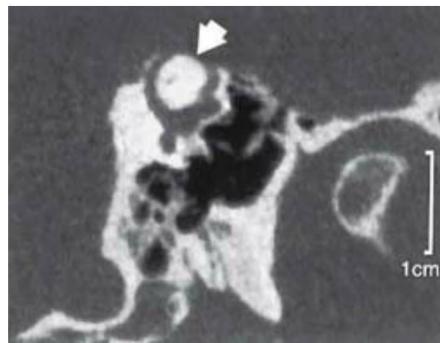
Tomografía computarizada del hueso temporal proyectado en el plano del conducto anterior izquierdo en un paciente con síndrome de dehiscencia del conducto anterior. En respuesta a los ruidos altos y a la presión el paciente presentaba vértigo, oscilopsia y movimientos oculares en el plano del conducto anterior izquierdo. Se aprecia una dehiscencia sobre el conducto anterior izquierdo (punta de flecha).
